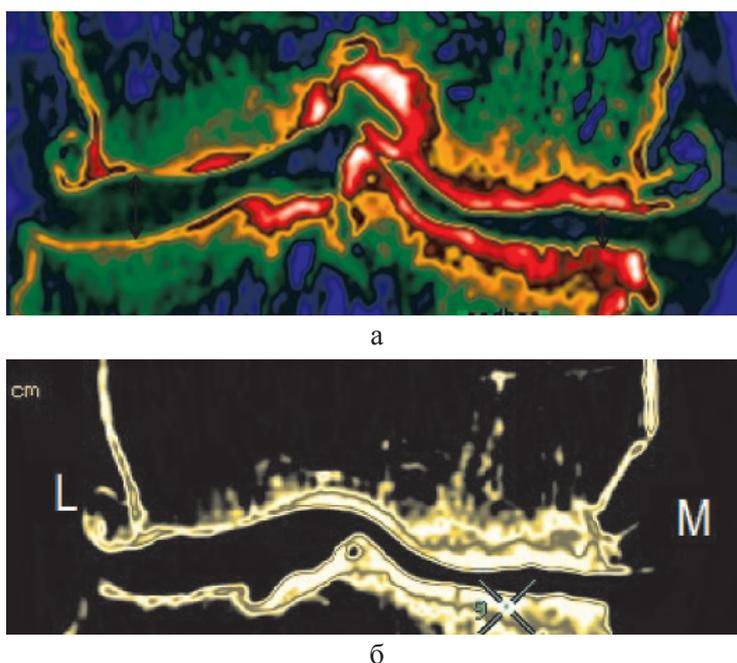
МСКТ коленного сустава больной Б., 70 лет. MPR, Color Map (а, б)
